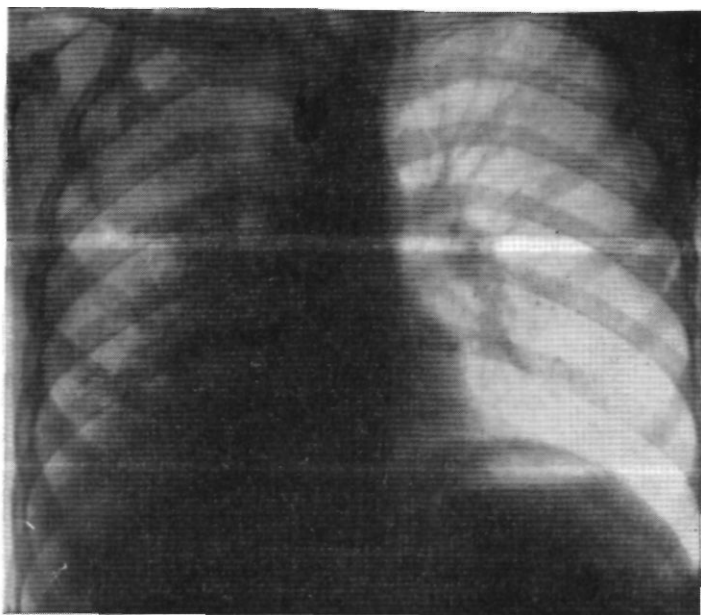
Больной Ш. Прямая рентгенограмма легких. Правое легочное поле сужено и затемнено.
